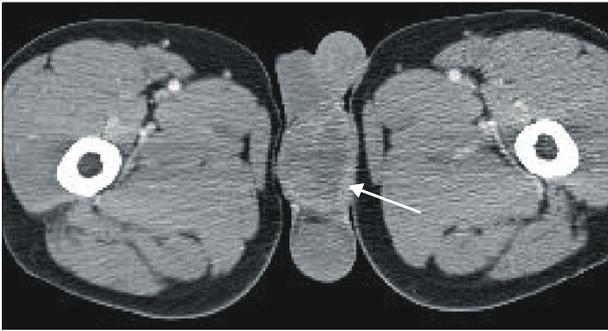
Contrast enhanced CT shows a heterogeneous mass (arrow) (5x3cm) in the left suprastesticular area.
